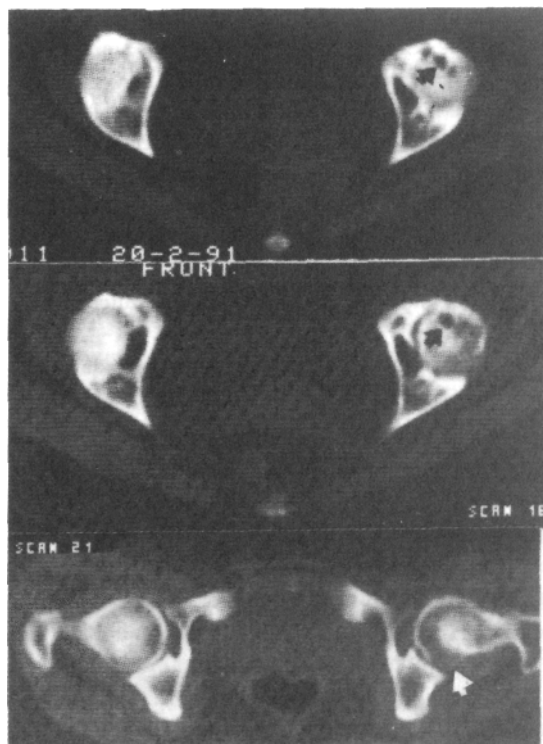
TAC (20/2/91). *Arriba* y en el *centro*: dos cortes cada 3 mm del polo superior de la cabeza femoral. Se mantiene la imagen quística (flechas) igual al estudio del 24/9/90. *Abajo*: corte por el polo inferior de la cabeza femoral. Muestra una imagen quística (flecha) en el lado izquierdo.
